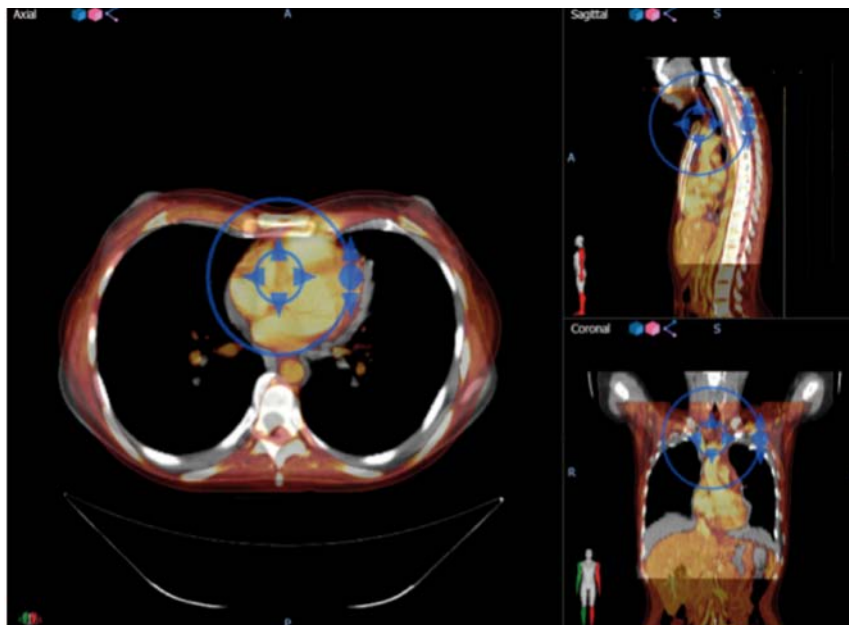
Fusione delle immagini tra la simulazione TC (colore grigio) e la TC pre-radioterapia con mezzi di contrasto (colore arancione) per ottenere una buona sovrapposizione delle strutture cardiache (eseguito con Velocity™ software).
